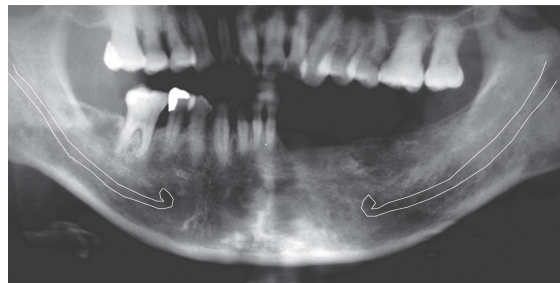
b 하악에서는 하악관, 이공으로 인한 해부학적 제약이 있다. 파노라마 방사선 사진상에서 implant가 이공과 근접해 있는 것처럼 보이는 경우라도 삼차원적으로 정밀 조사하면 안전하게 식립할 수 있는 예도 있다.
